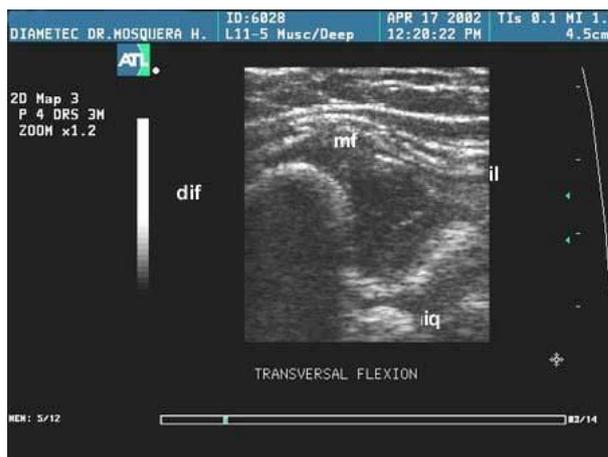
Ecografía de cadera en transversal flexión. Se observa imagen en “U (metáfisis anterior e isquion posterior)”; il, iliaco; iq, isquion; mf, metáfisis.
